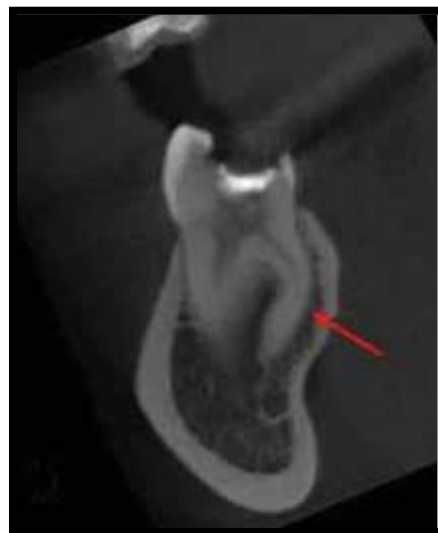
Plano coronal de una CBCT.
